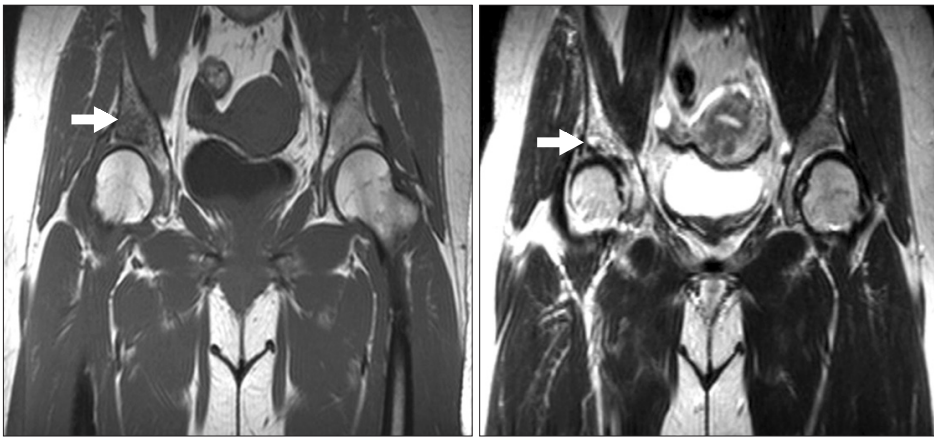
Coronal T1 and T2-weighted magnetic resonance images obtained at about two weeks later show that subchondral bone plate of right superior acetabulum is destroyed and heterogeneous low signal intensity on T1-weighted image, which converted to heterogeneous high signal intensity at T2-weighted image. There are diffuse bone marrow signal change and enhancement at superior acetabulum and ilium.
